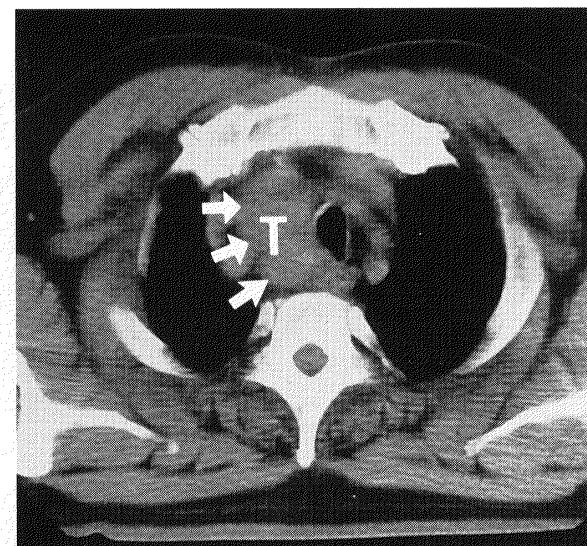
Chest CT reveals the lesion to be located behind the sternum and to be surrounded by the right brachiocephalic artery and vein laterally and the trachea and the esophagus medially, suggesting intrathoracic goiter.(T: tumor, Arrows: lateral margin of the tumor)
